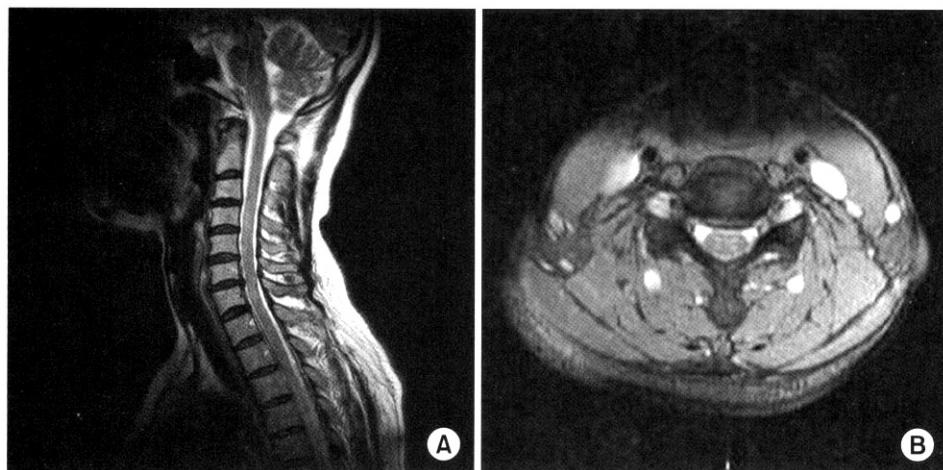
(A) Preoperative sagittal magnetic resonance image demonstrates a disc herniation at the cervical 5–6, 6–7 level. (B) Preoperative axial magnetic resonance image demonstrates a disc herniation at the cervical 6–7 level.
